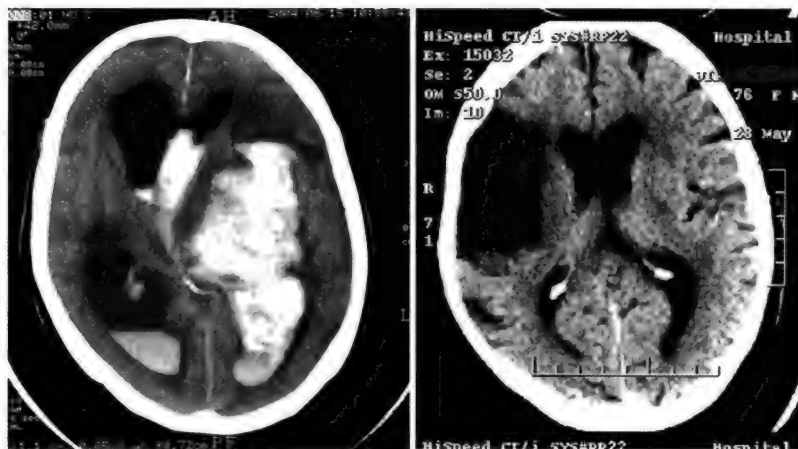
КТ-изменения при геморрагическом (слева) и ишемическом (справа) инсультах
